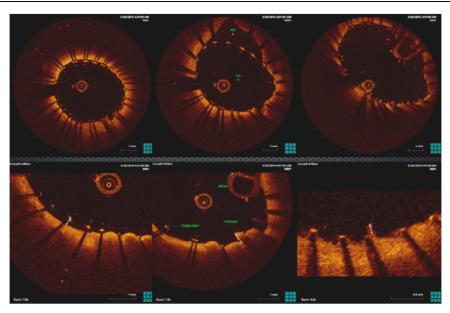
Данные ОКТ после имплантации стента Cristallo Ideale. Отмечается полная аппозиция стента без признаков протрузии бляшки
